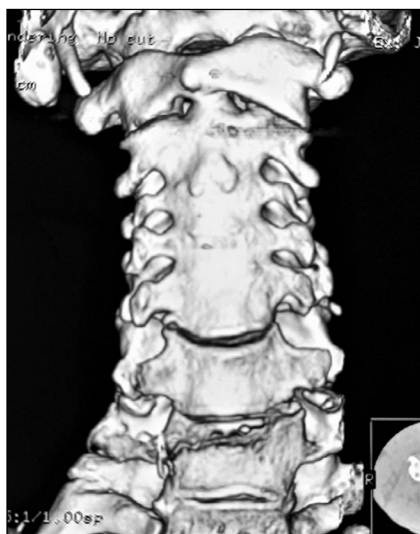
Three-dimensional CT reconstruction of the cervical spine, anterior view: synostosis of the C2-C5 vertebrae.
